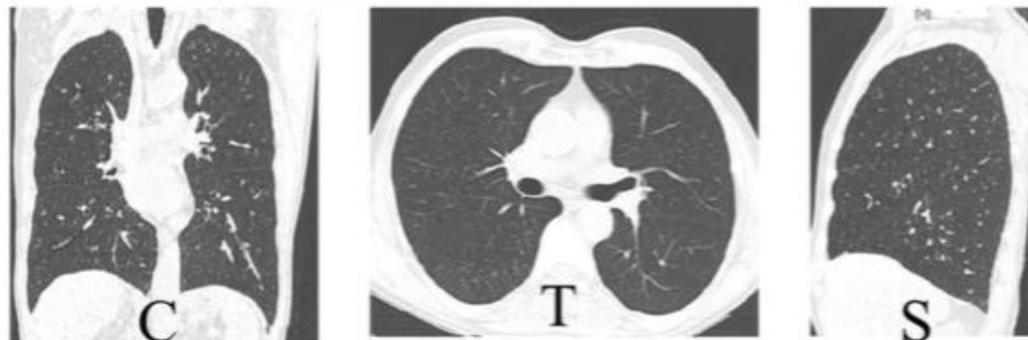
CT scan of the chest showing complete resolution of the pneumothorax in the coronal (C), transverse (T), and sagittal (S) cuts.
